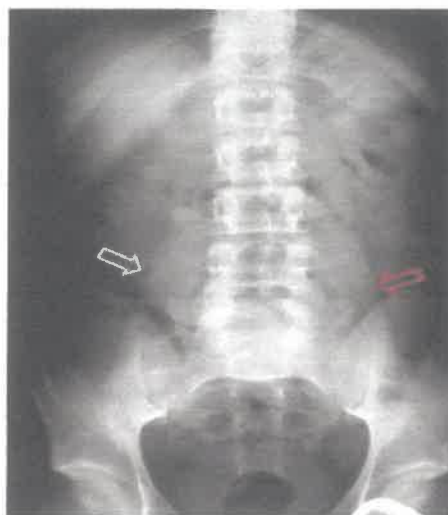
Imagen de una Radiografía de Abdomen Simple con el signo del Psoas
